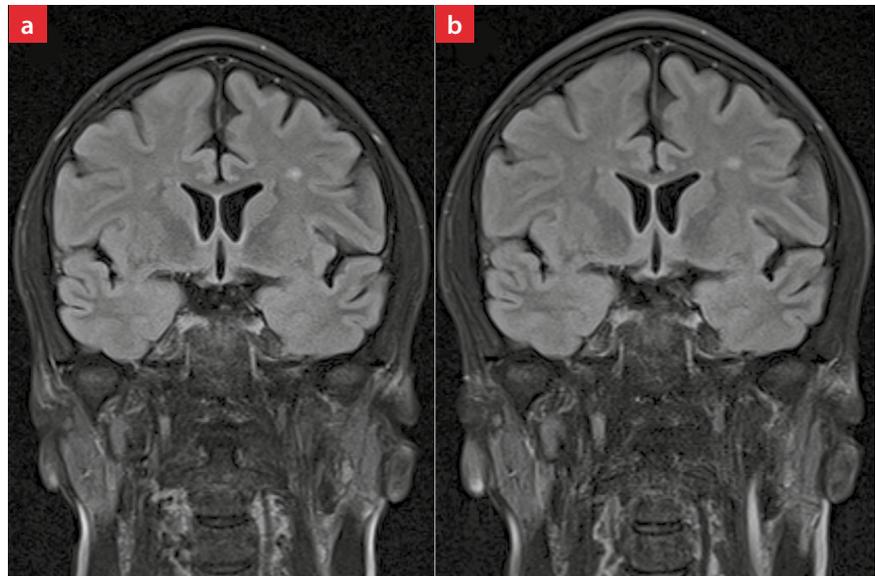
MRT-Kontrollen von Januar 2019 (a) und von Februar 2020 (b), jeweils koronare FLAIR. Eine frontal rechts im Marklager gelegene exemplarische Läsion blieb unverändert, auch im übrigen Befund gab es keine Zunahme der Läsionslast.
